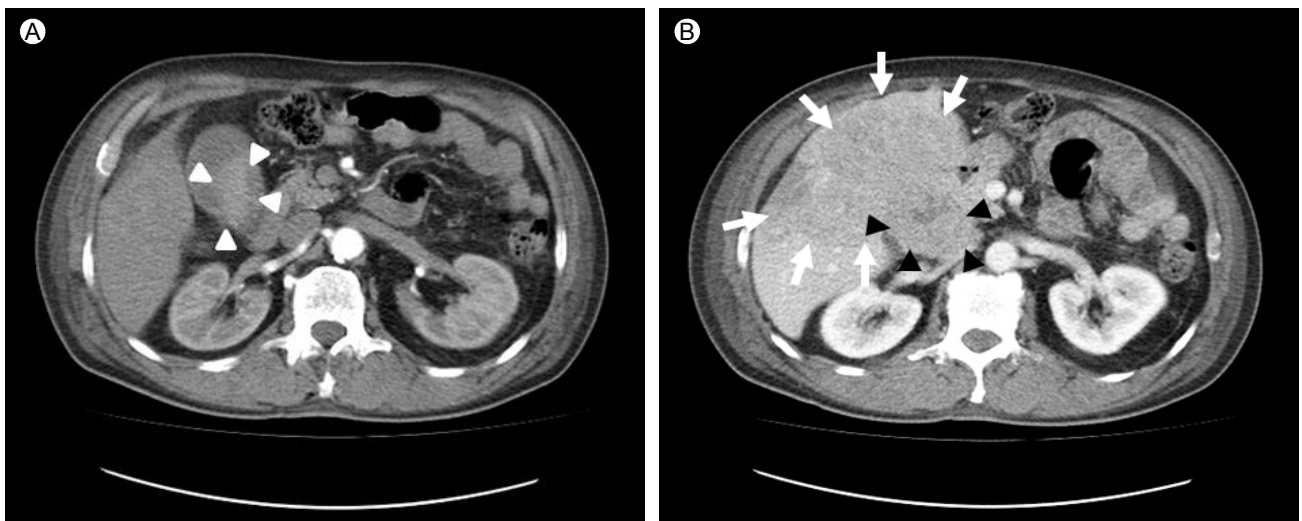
Abdominal CT shows a fungating mass (arrowhead) in the gallbladder (A) with direct extension to the liver (arrow) (B). The arterial phase CT scan shows hypervascularity of the masses.
